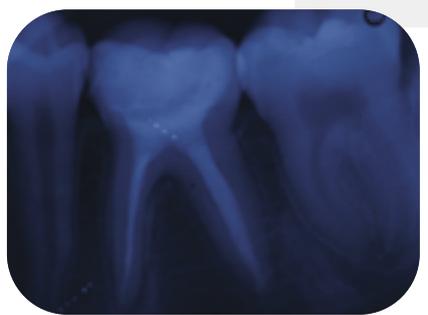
Radiografía post-cementado. Se observa una correcta adaptación de la restauración y el remanente
